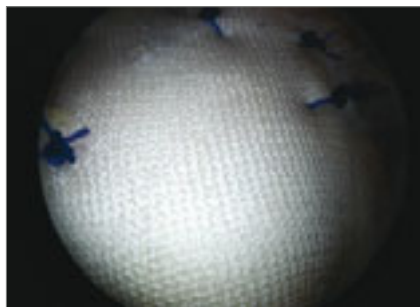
RM-Rekonstruktion mit Patch
